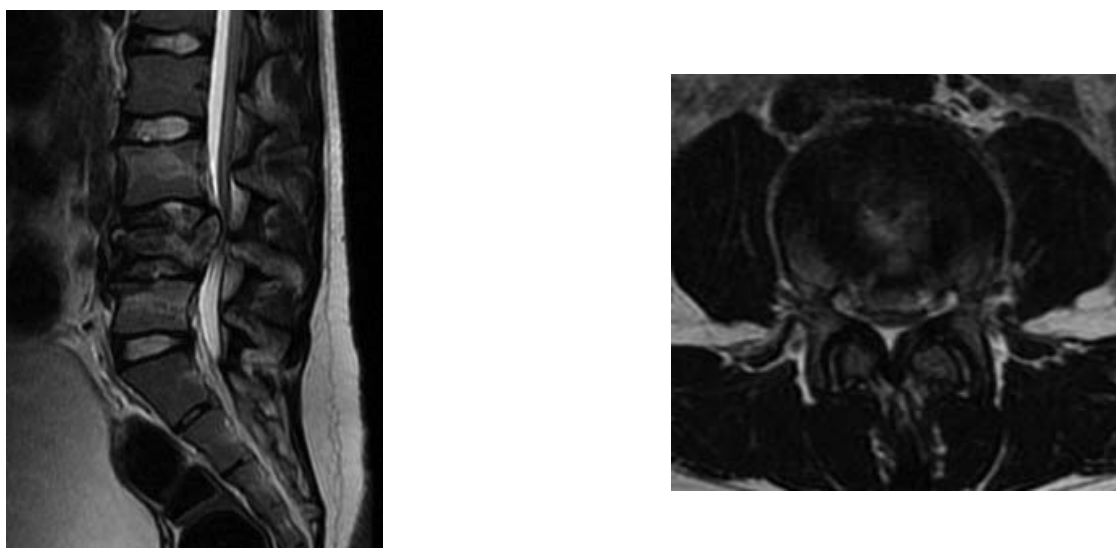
МРТ пациентки М., 14 лет. Дообследование во время предоперационной подготовки. Многооскольчатый перелом L4 позвонка. Компрессия образований позвоночного канала костными фрагментами.
